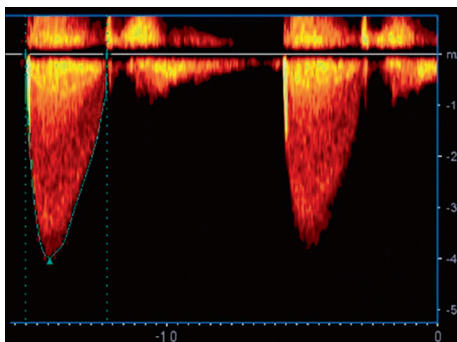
ETT, Doppler continu. Enregistrement du flux transvalvulaire aortique.
